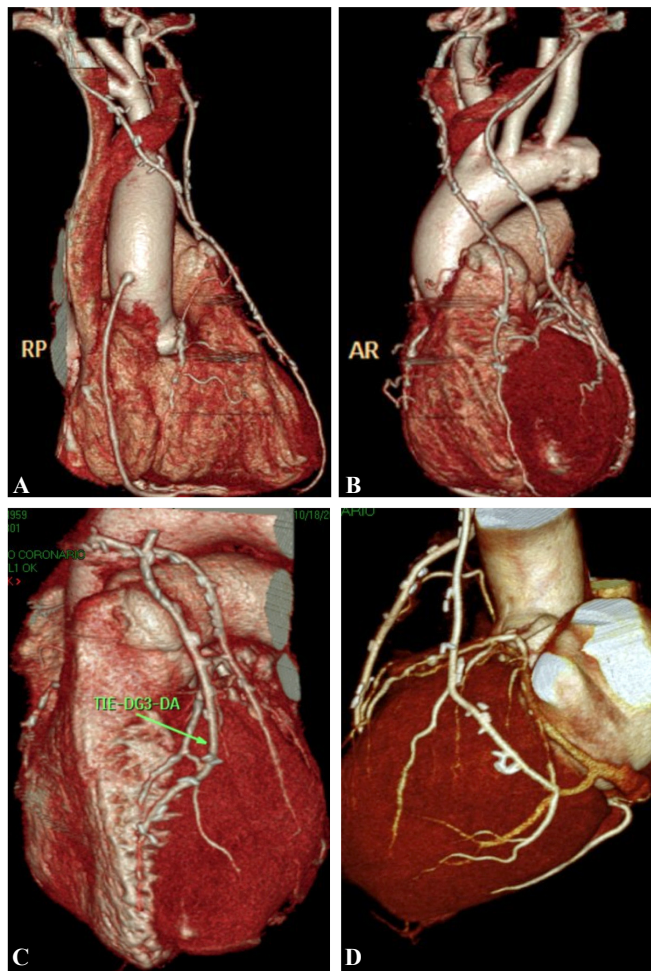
(A e B) Angiotomografia coronariana mostrando posicionamento da artéria torácica interna direita (ATID) na porção cranial da aorta ascendente, anastomosada no ramo interventricular anterior (RIA). C) Artéria torácica interna esquerda (ATIE) anastomosada no RIA/diagonal (sequencial) e ATID (livre) para a marginal esquerda (ME). D) ATIE (*in situ*) anastomosada na diagonales/ME (sequencial)
